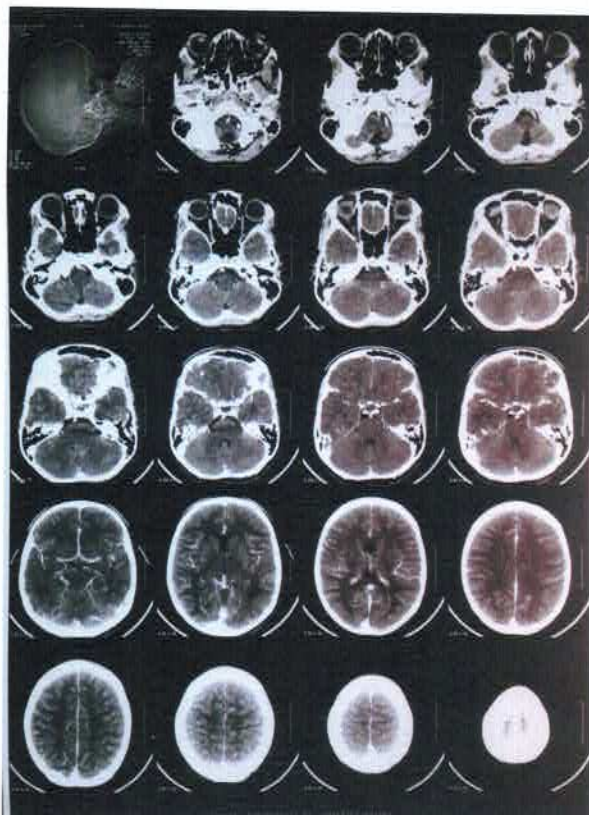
TC de sela túrcica de 30/03/2010 mostrando formação expansiva hipodensa selar e supra-selar de contornos regulares e paredes finas, com pequeno foco de calcificação.
